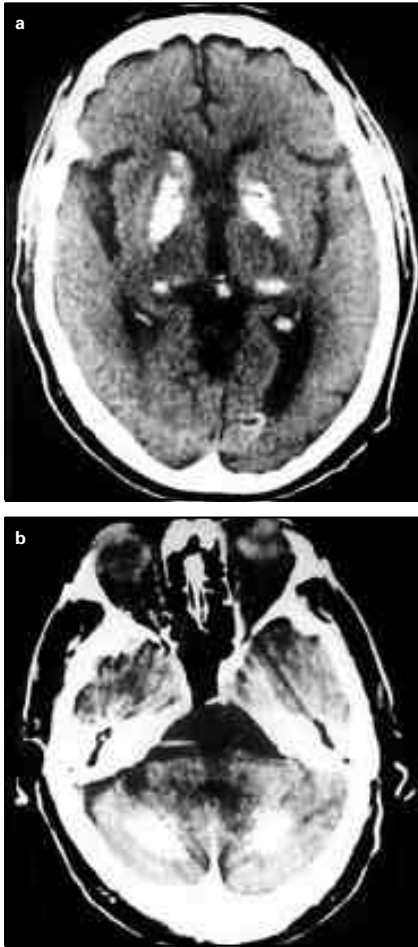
Tomografía computarizada craneal sin contraste: a) calcificaciones en ganglios basales, y b) en ambos hemisferios cerebelosos.
